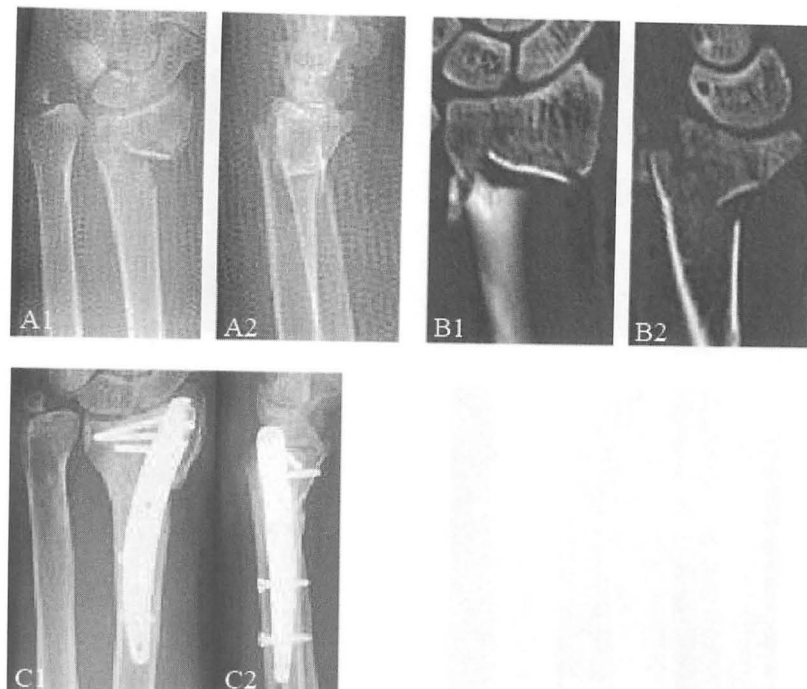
症例2：63歳 女性 A：初診時単純X線像 B：初診時CT像
